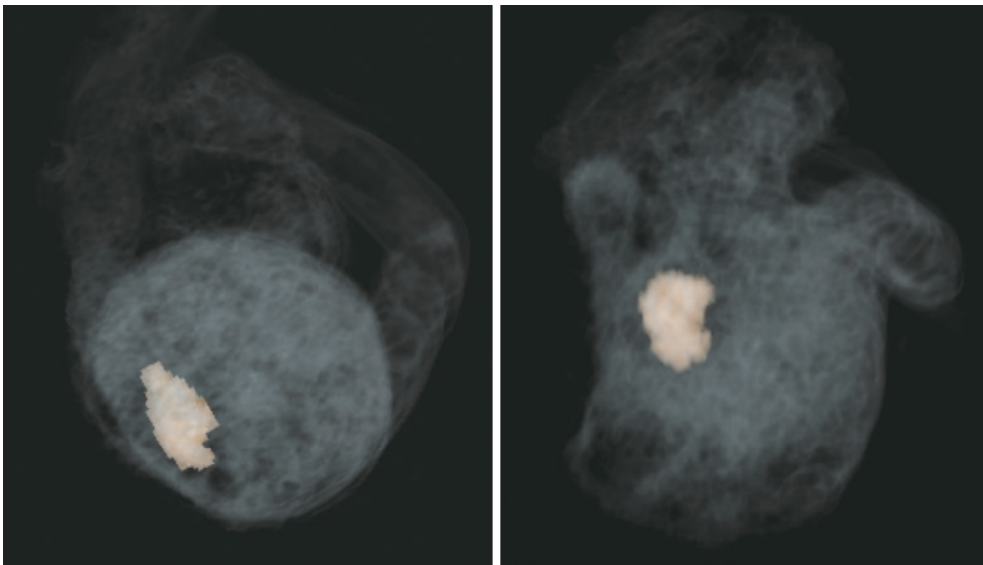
右低形成肺のMRIによるvolumetry (妊娠33週6日FETO治療中)
